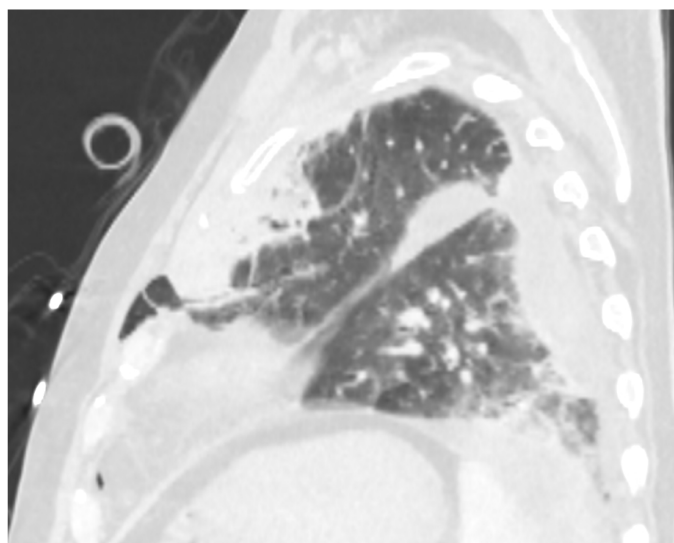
TC corte sagital. Mismo paciente que figura 13. Hernia pulmonar anterior izquierda.
